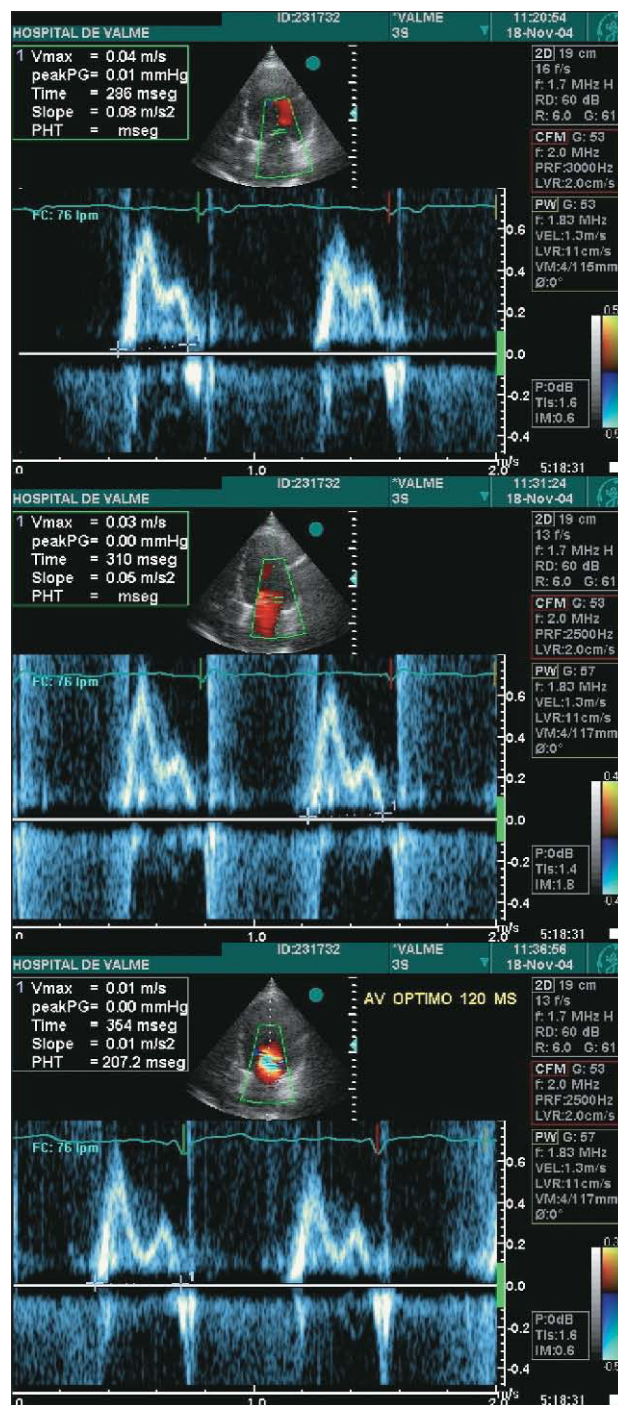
Ejemplo de optimización empírica del intervalo AV mediante Doppler pulsado en el flujo transmitral. Las modificaciones sucesivas del intervalo AV incrementan el tiempo de llenado del VI, que pasa de 285 ms con el intervalo basal (panel superior) a 354 ms con un intervalo AV óptimo de 120 ms.
